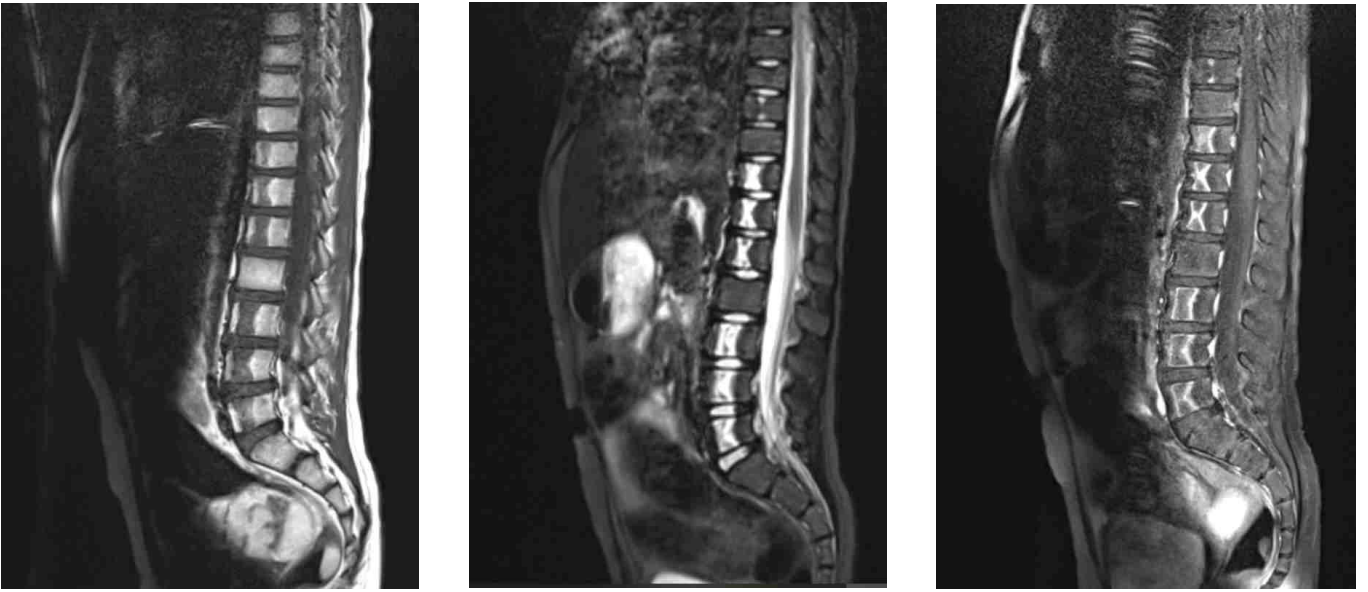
Cas n°7. Leucémie aiguë lymphoblastique. IRM du rachis en séquence T1, T2 stir et T1 après injection de gadolinium
